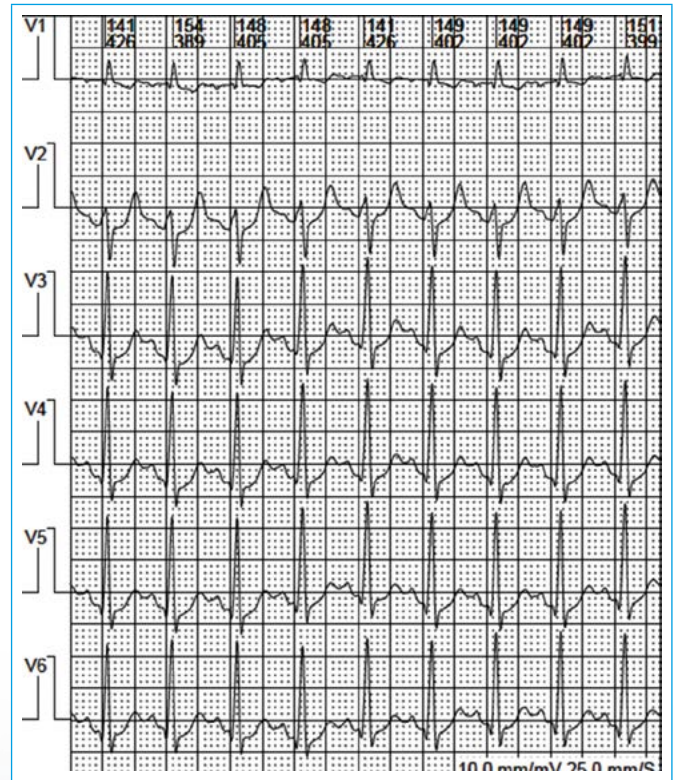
La segunda ecocardiografía de estrés (30 meses tras la cirugía mitral) fue negativa para isquemia miocárdica para la carga de ejercicio realizado. El gradiente medio transmital basal fue de 4,7 mmHg
